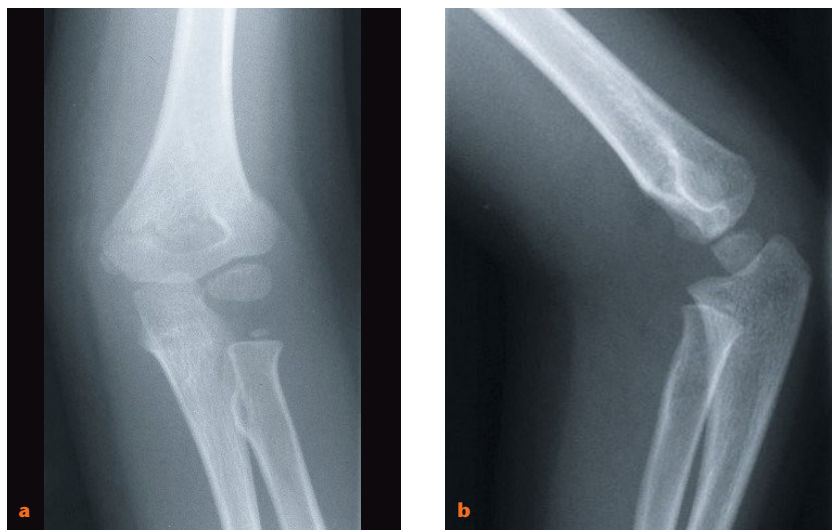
6-jähriger Junge; im ap-Röntgenbild ist eindeutig die Diagnose einer supracondylären Humerusfraktur zu stellen (a). Erst das seitliche Bild enthüllt jedoch das Ausmaß der Antekurvationsfehlstellung, das für den Therapieentscheid unerlässlich ist (b).
